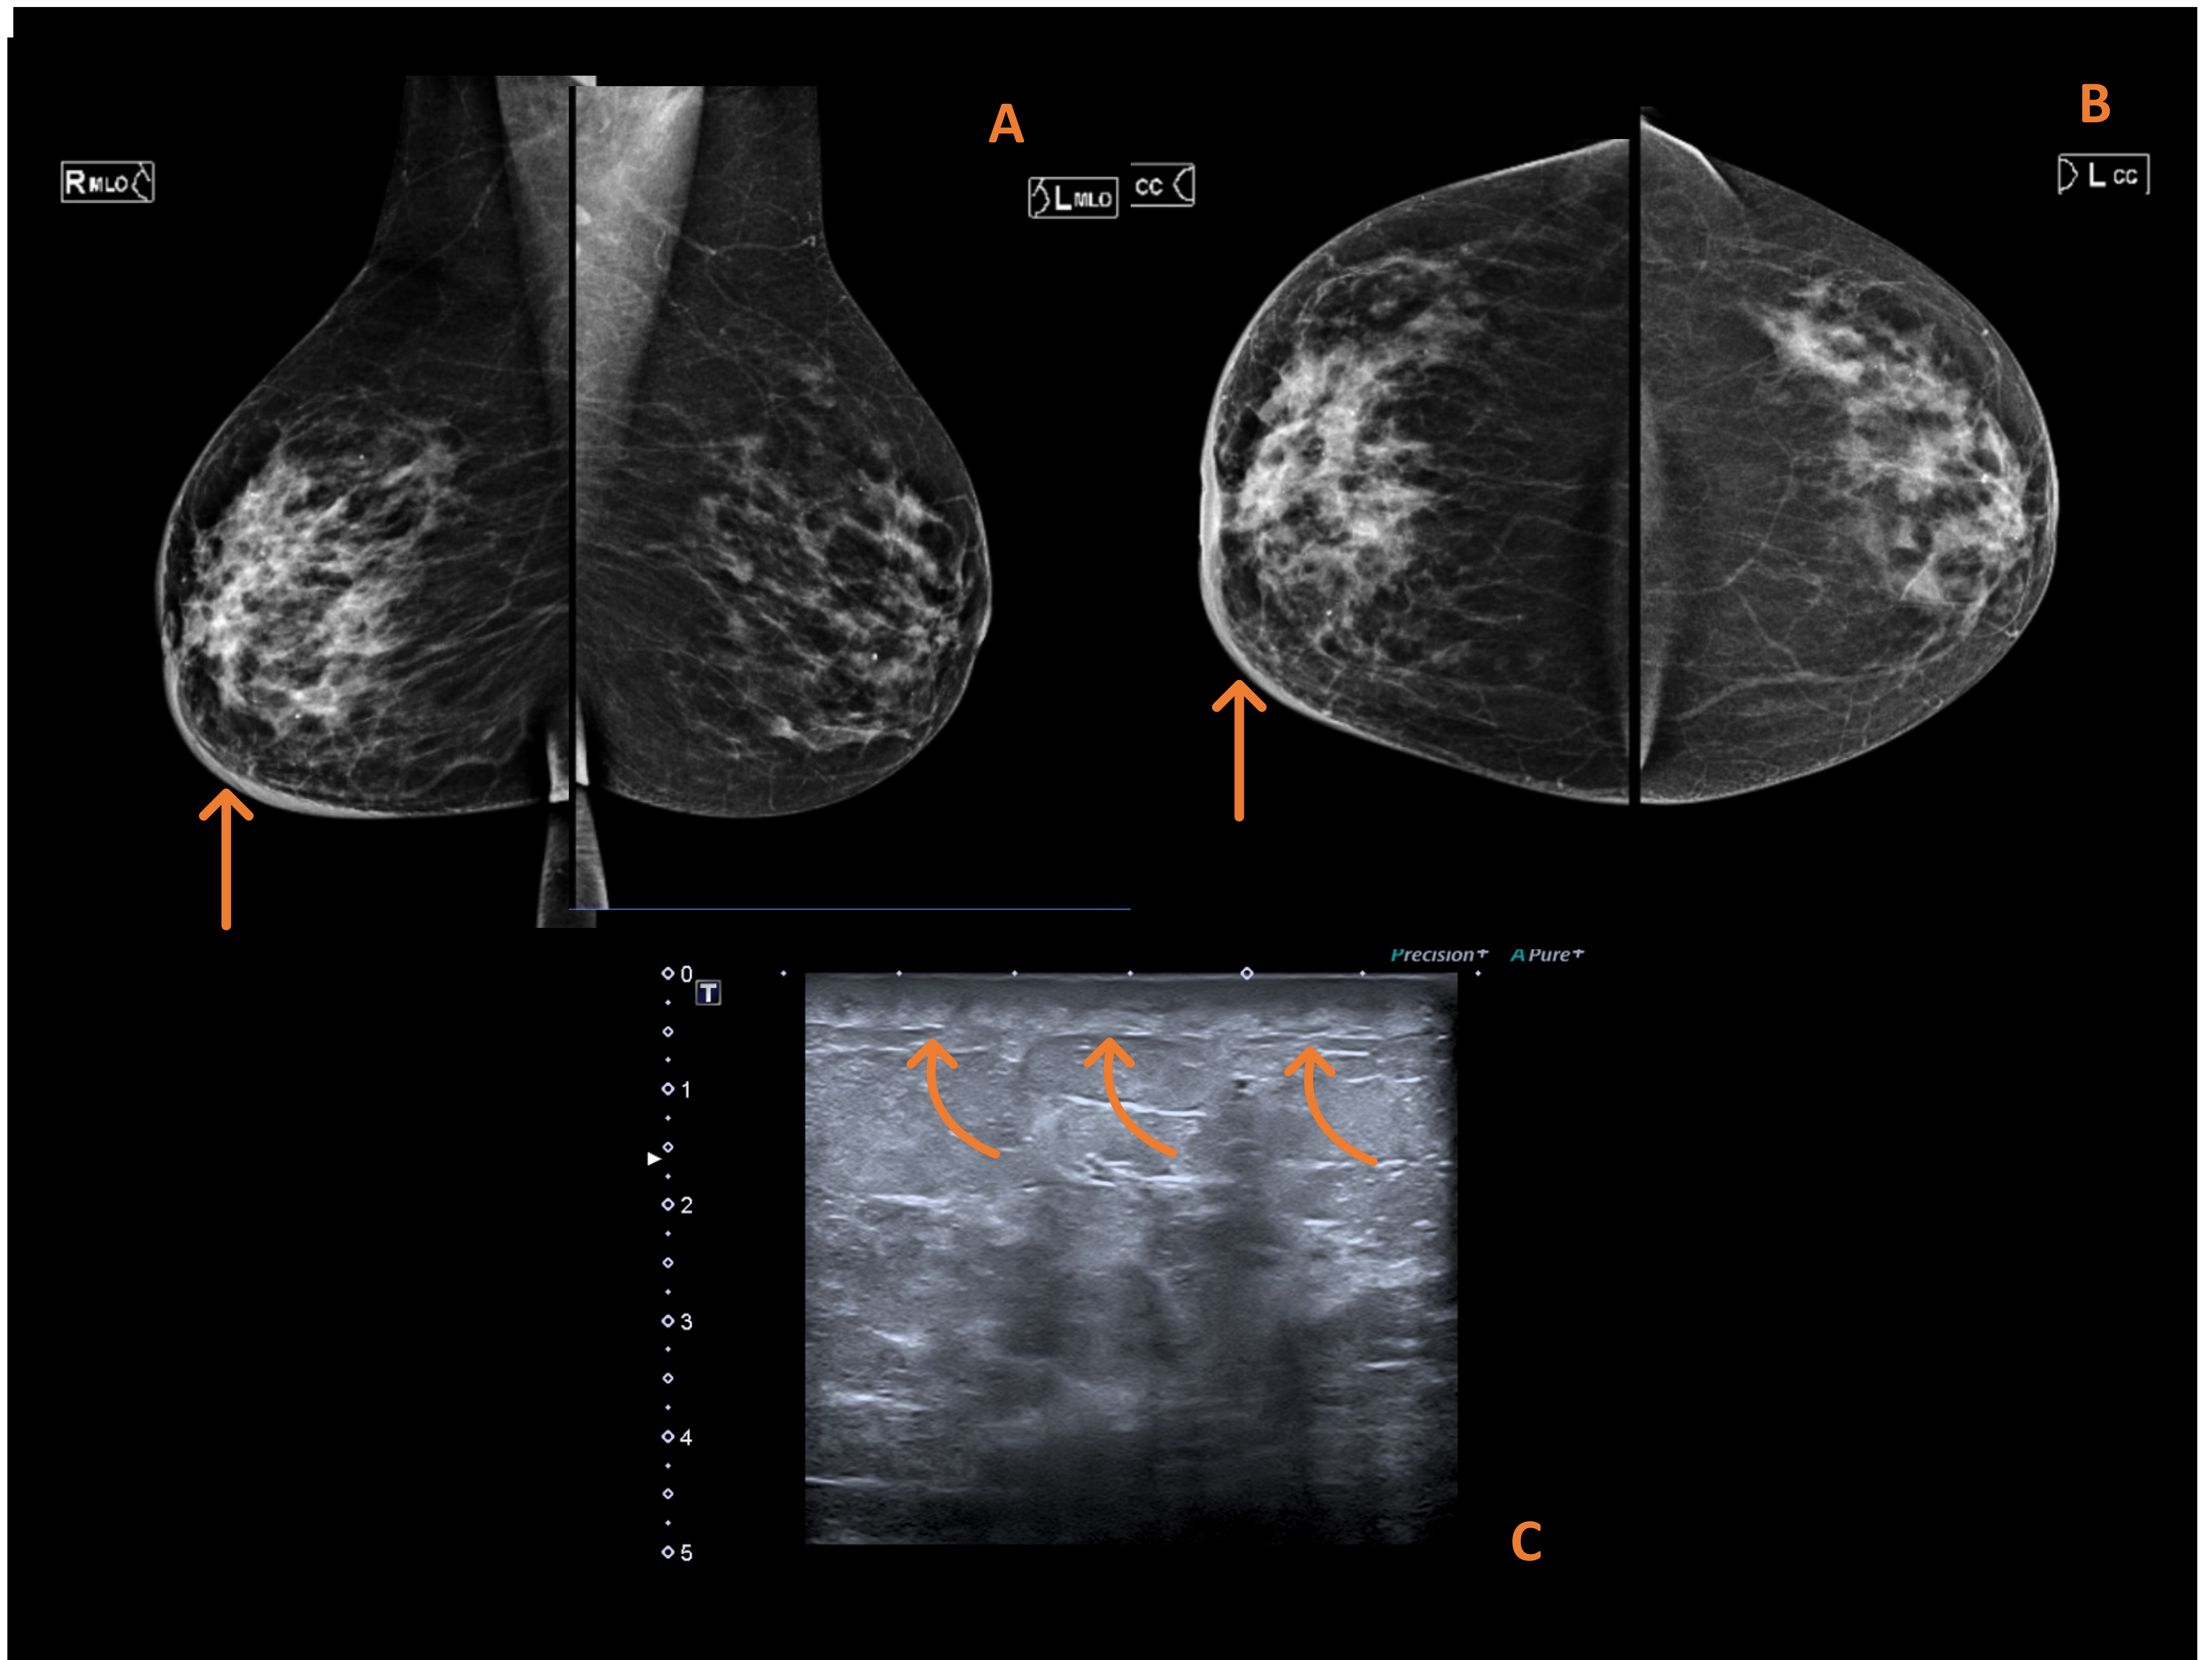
Mujer de 65 años con eritema y dolor de mama derecha. En mamografía (A, B) y ecografía (C) se aprecia marcado engrosamiento cutáneo difuso de mama derecha, asimétrico respecto al lado contralateral, sin claras lesiones en el parénquima mamario en la mamografía ni en la ecografía. La biopsia cutánea ha confirmado el carcinoma inflamatorio.
